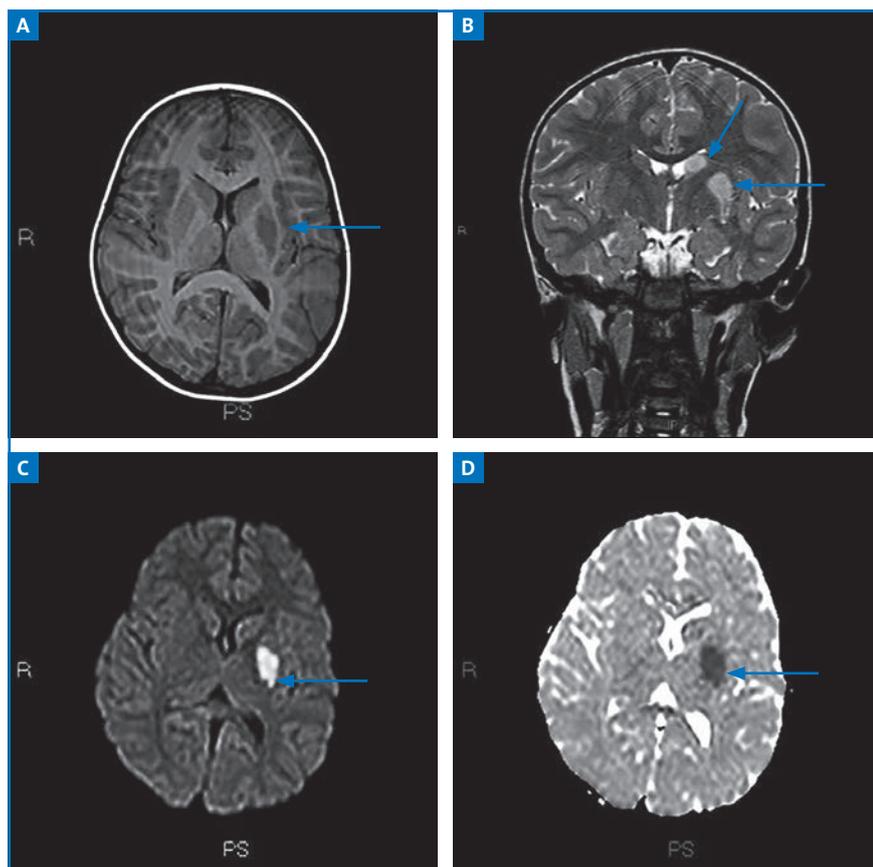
Infarctus récent du territoire cérébral moyen profond gauche avec atteinte lenticulaire et caudée apparaissant sur l'IRM en hyposignal T1 (A: coupe axiale), hypersignal T2 TSE (B: coupe coronale) et hypersignal en diffusion (C: coupe axiale) avec restriction de diffusion sur la carte ADC (D: coupe axiale).
